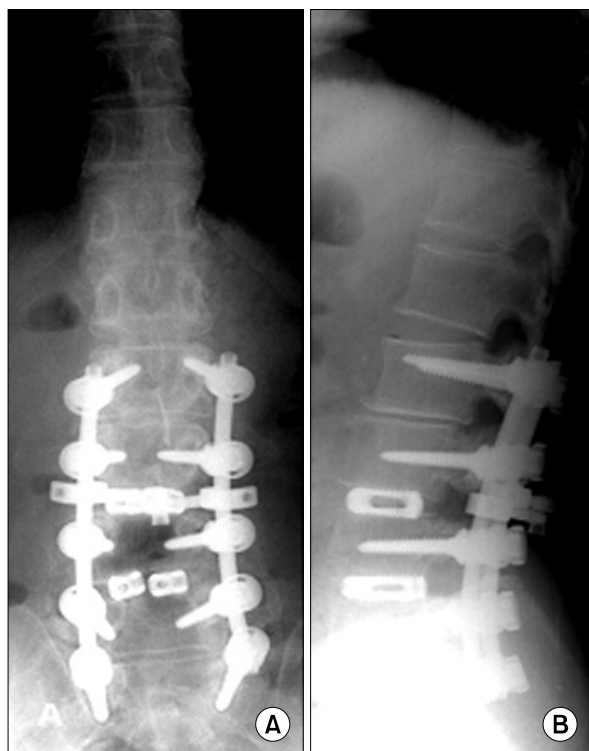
(A, B) Immediate postoperative anteroposterior and lateral radiographs showing posterior fusion to L2 from S1.
